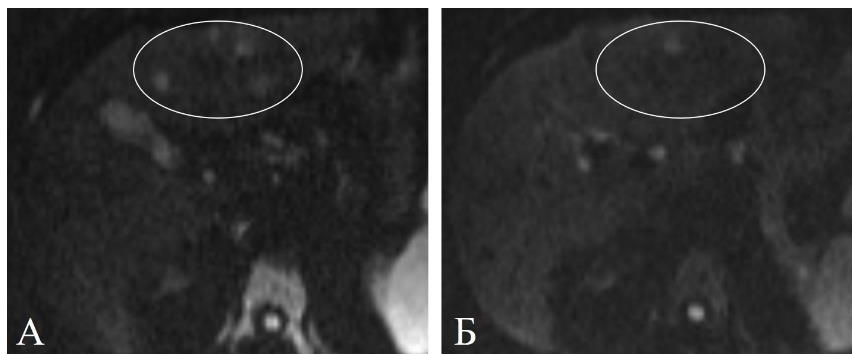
Та же пациентка. МРТ в режиме ДВИ до ТЛЛНМ (А) демонстрирует срез с множественными очагами в левой доле печени (овал). МРТ в режиме ДВИ через 8 нед. после ТЛЛНМ (Б) на том же уровне - единственный остаточный очаг (овал)
